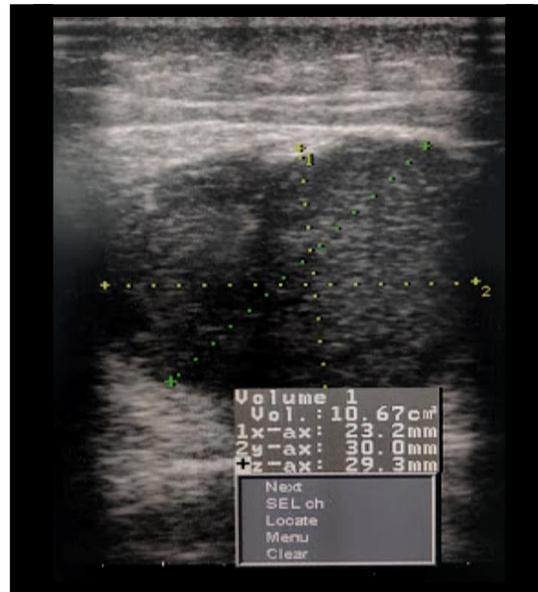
Ultrasonido de región glútea inicial Previo a el drenaje mediante aspiración.
